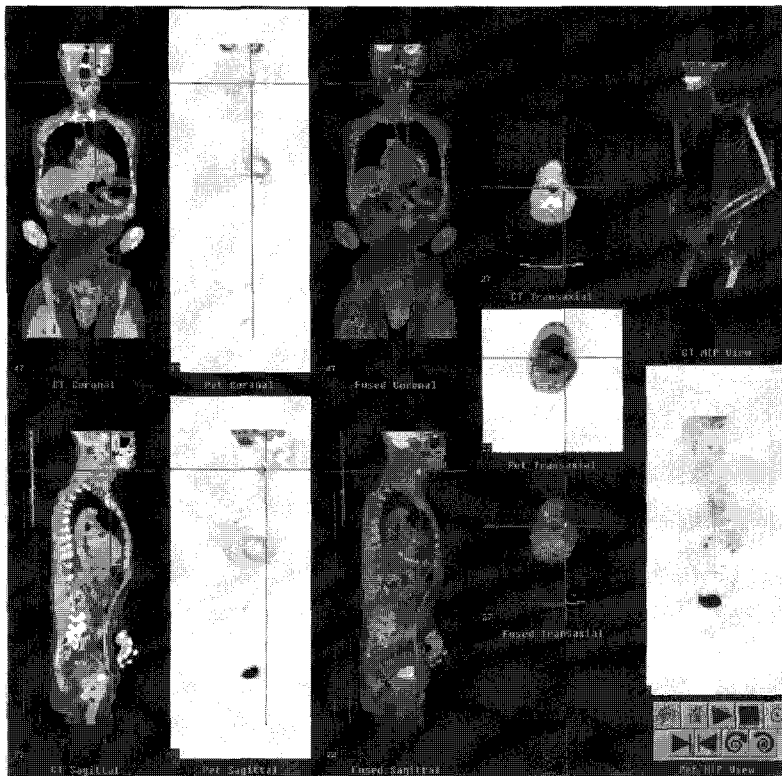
Combined PET/CT image of a 52-year-old male with squamous cell carcinoma, unknown primary. He was initially presented with bilateral cervical lymph node enlargements and referred for follow-up after left neck dissection. PET and CT shows increased metabolic activity in left submental lymph node. (Courtesy of Professor von Schulthess from University of Zurich)
